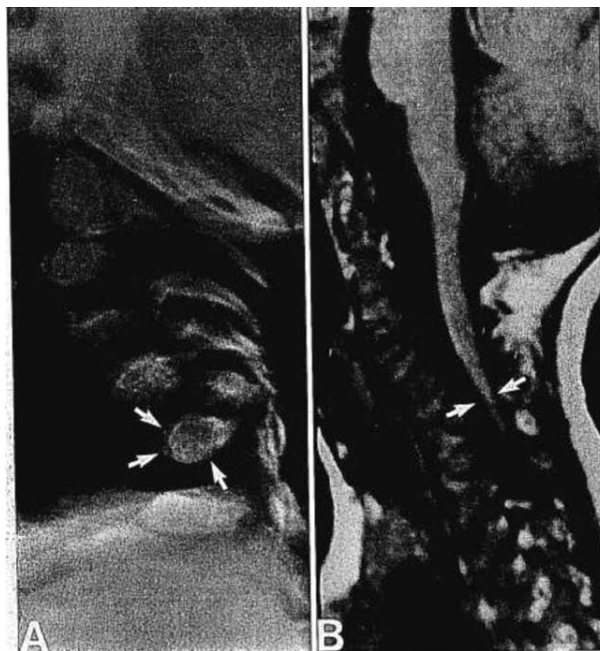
(A) : Radiographie du rachis cervical : déformation cyphotique sévère associée à des corps vertébraux hypoplasiques
